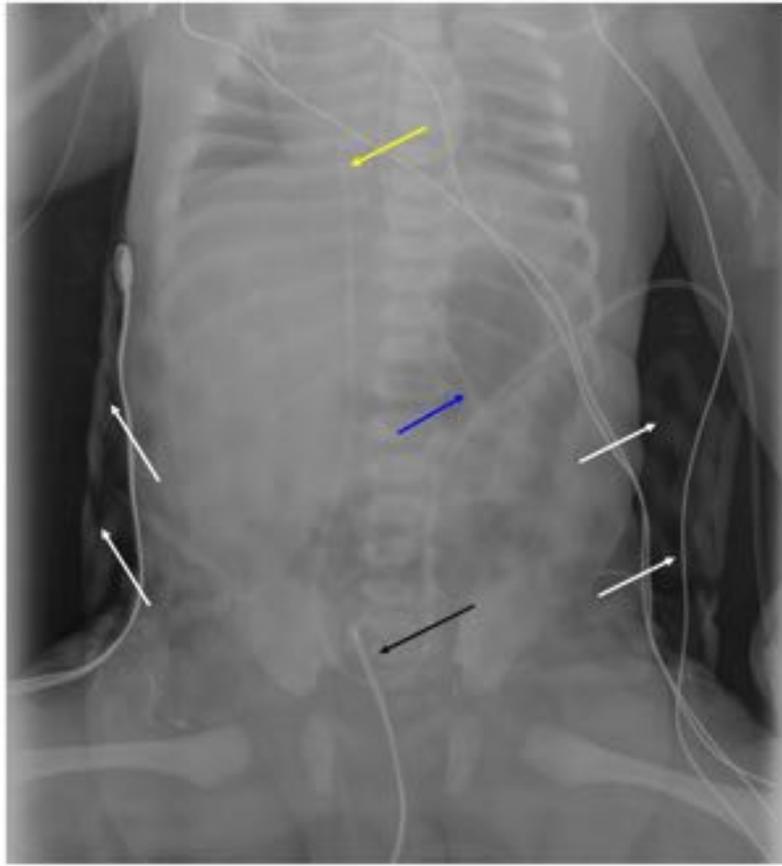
Recién nacida en tratamiento de hipotermia por síndrome hipóxico isquémico. En la radiografía AP de tórax y abdomen, con una proyección muy rotada y sin que aprecien alteraciones significativas, se observa el dispositivo o manta de hipotermia rodeando su cuerpo (flechas blancas) y el termómetro rectal (flecha negra). También una vía venosa central umbilical (flecha amarilla), y una SNG con extremo sobre fundus-cuerpo gástrico (flecha azul).
